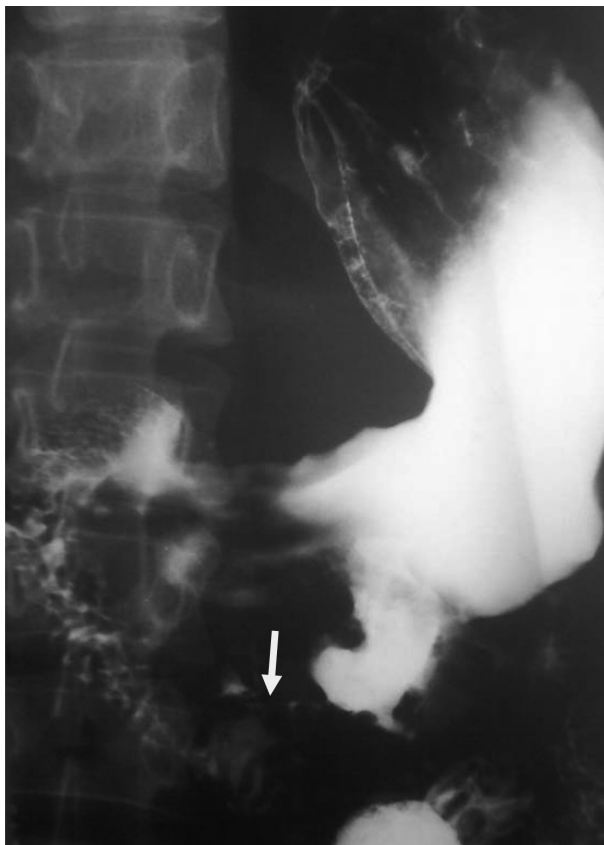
Рентгенограма ШКТ в горизонтальному положенні. Контрастовано тіло шлунка, 12-палу кишку. Візуалізується нечітка зона компресії нижньо-горизонтальної частини 12-палої кишки верхньою брижовою артерією.
